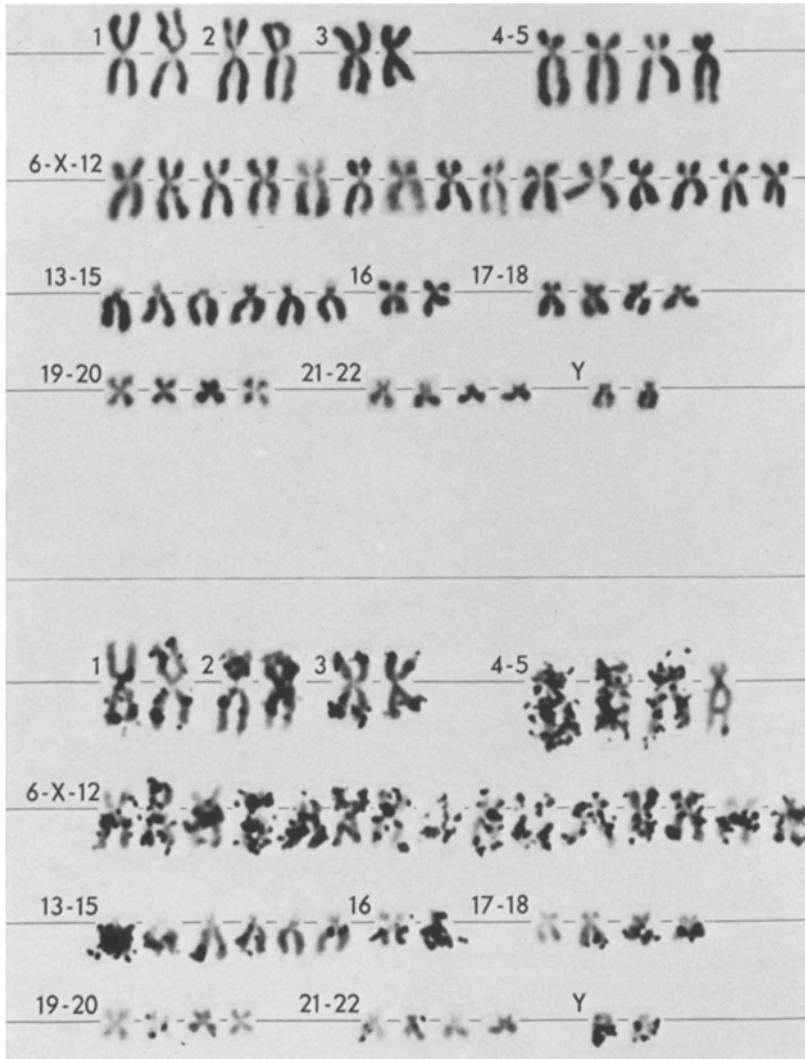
Karyotype und Autoradiographie des Patienten mit XYY-Syndrom
